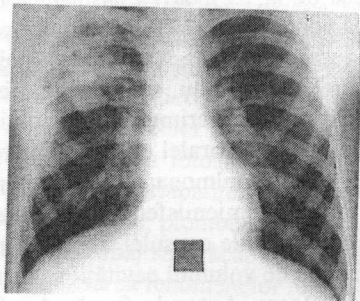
Radiografie toracică postoperatorie a bolnavului C. (6 luni după operație)
